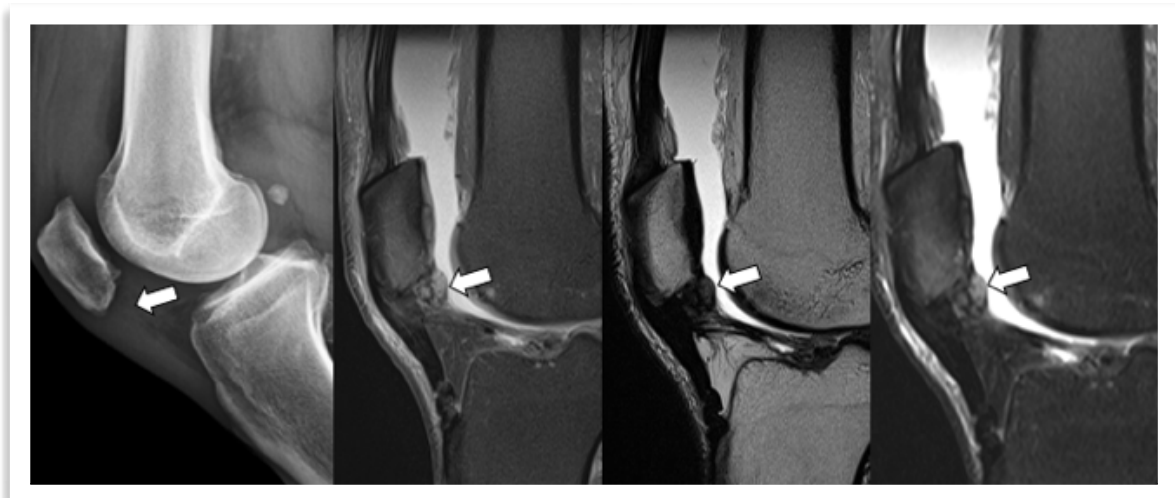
Tofo. Rx lateral, RM secuencias sagitales DP con supresión grasa, T2 y T1 con supresión grasa y contraste. Aumento de densidad focal en grasa de Hoffa, visualizado en RM como una imagen redondeada de baja señal en todas las secuencias (flechas), con leve realce heterogéneo con contraste y leve edema-hiperemia óseo focal de alta señal patelar adyacente.
